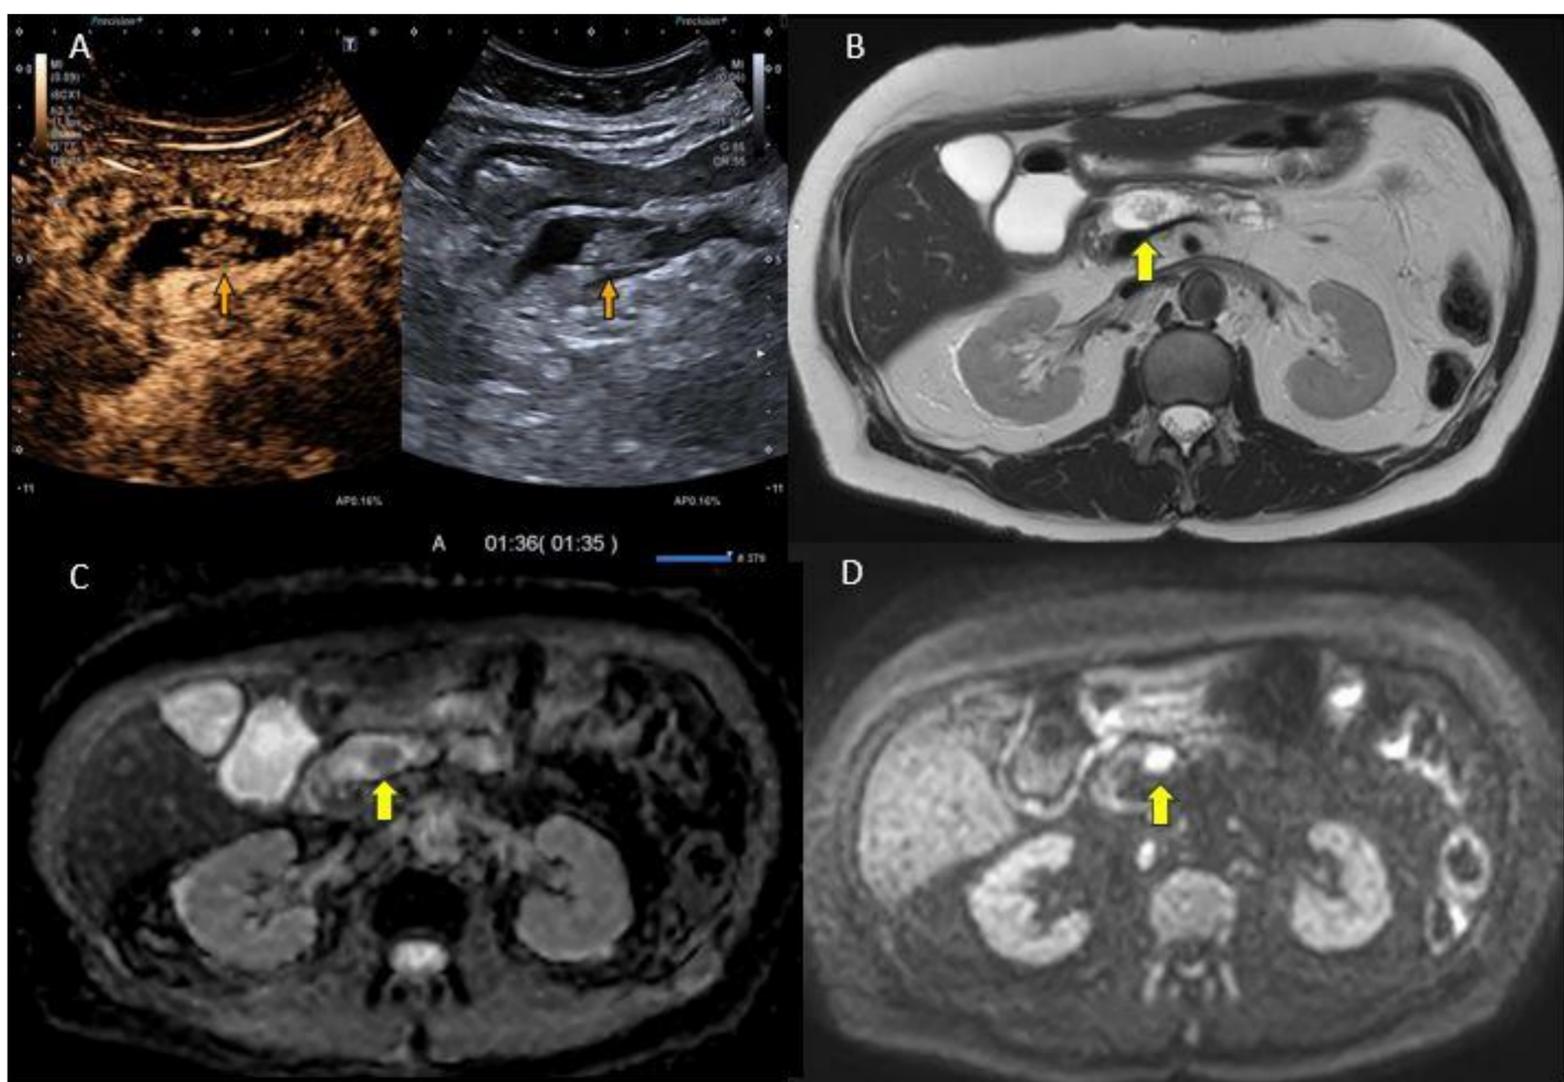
NMPI. Mujer de 78 años que consulta por dolor abdominal subagudo. En RM (B: secuencia T2, C secuencia b1000 y D secuencia ADC) se objetiva dilatación de conducto pancreático principal de 14 mm con nódulo endoluminal de 23 mm que restringe la difusión con dudosa captación de contraste. A) En la ecografía con contraste se confirma la naturaleza sólida del polo intralesional por la captación de contraste, hallazgos en relación con NMPI con signos de alto riesgo.
